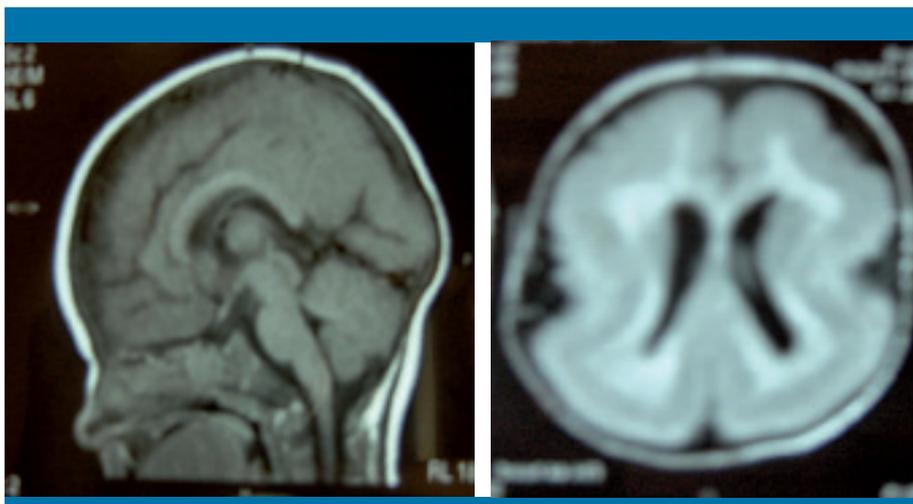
Resonancia magnética cerebral en cortes sagital y axial. Lisencefalia tipo I, tamaño ventricular y cuerpo calloso normales
